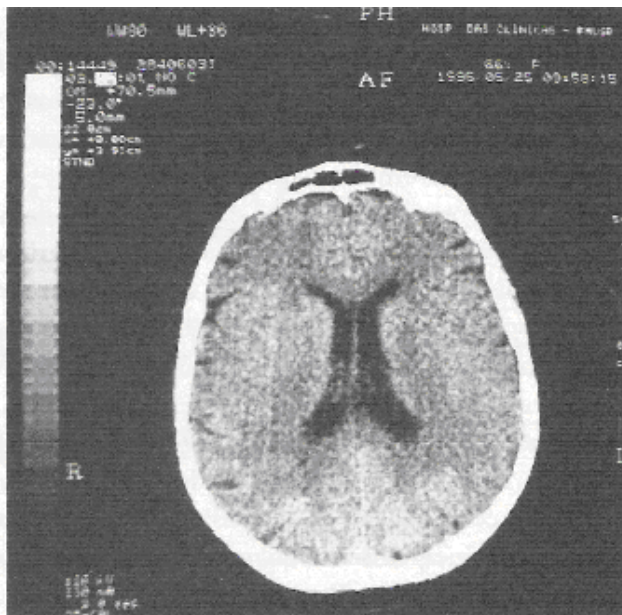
TC de paciente com DA moderada. A imagem mostra discreto alargamento dos ventrículos.
